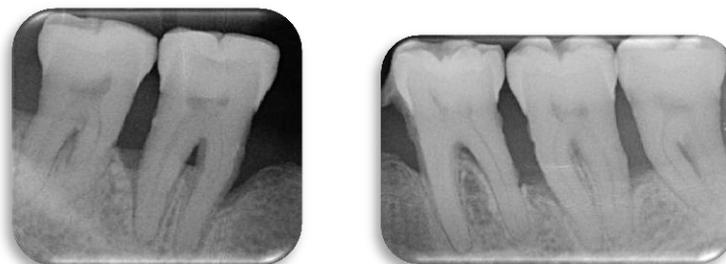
Radiografías periapicales de la arcada inferior (año 2013)
